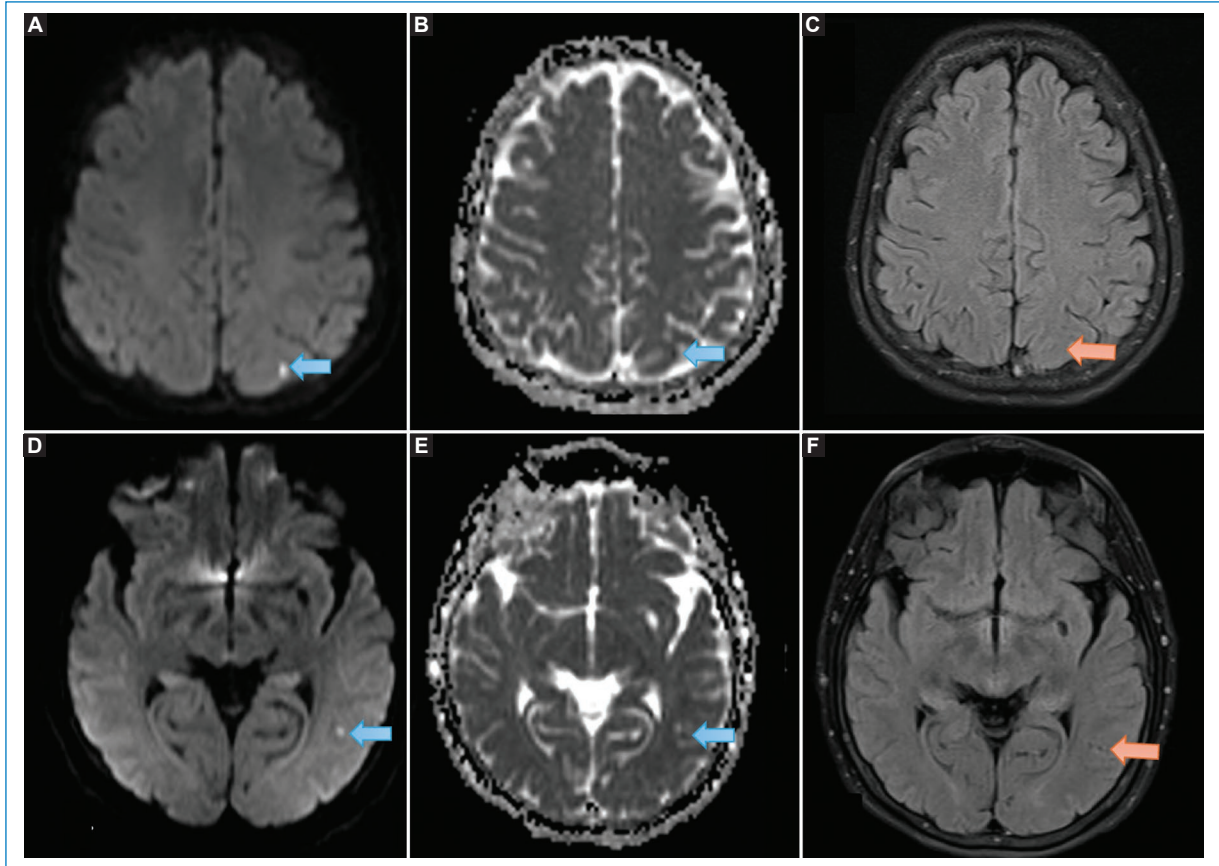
Lesiones en las regiones parietal y occipital izquierda, que presentan restricción en las secuencias de difusión DWI y mapa ADC (A, B, D y E), sin representación en las secuencias FLAIR (C y F), en relación con un evento isquémico agudo (flechas naranjas).
